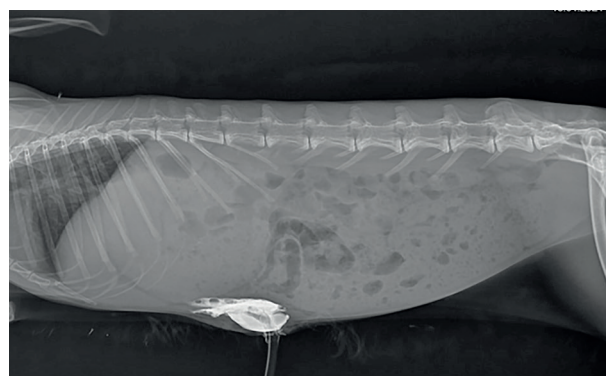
Рентгенологическое исследование с контрастом сформированного ОПГМ
